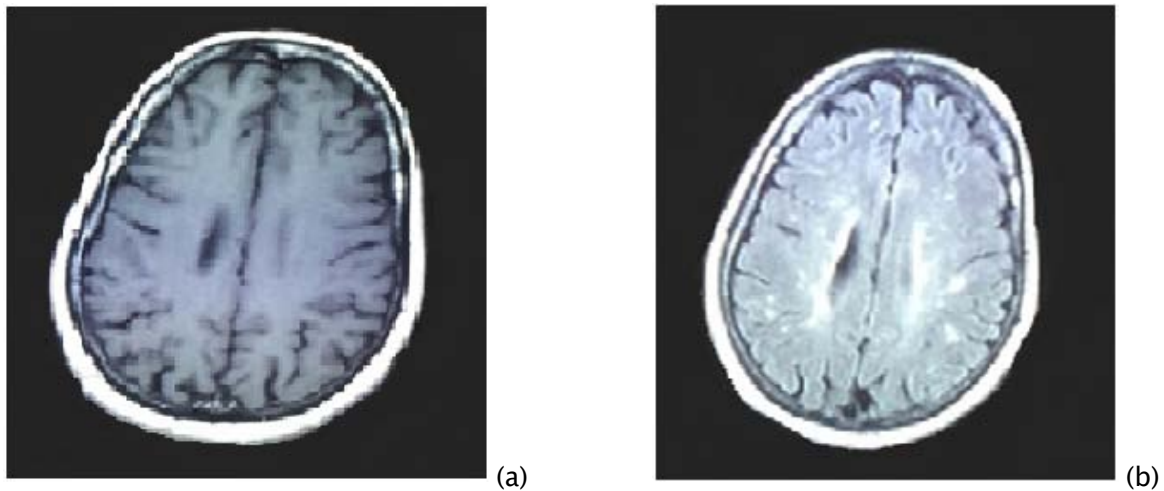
IRM cérébrale en coupes axiales T1 après injection de gadolinium (a) et FLAIR (b) passant par les centres semi ovaux chez une patiente âgée de 48 ans présentant des céphalées, des troubles de l'humeur et une dysfonction cognitive. Lésions nodulaires de la substance blanche périventriculaire et sous corticale et des centres semi ovaux en hypersignal sur la séquence FLAIR sans traduction sur la séquence T1 après injection de gadolinium ; ces lésions sont confluentes par endroit, n'exerçant pas d'effet de masse et ne présentant pas d'œdème périlesionnel.
